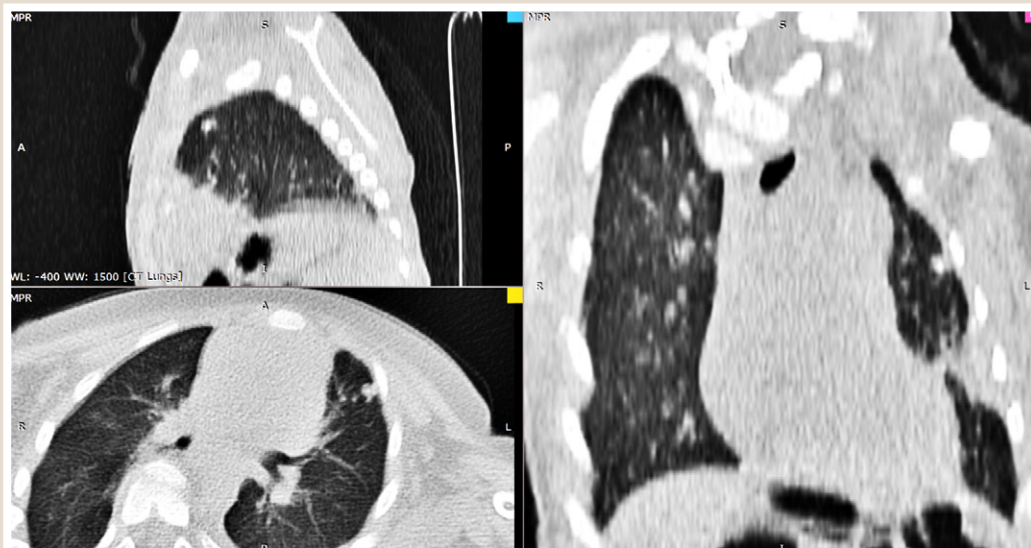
Chest CT scan of the child in the pediatric department of PNE "ZRCDCPP" ZRC.
